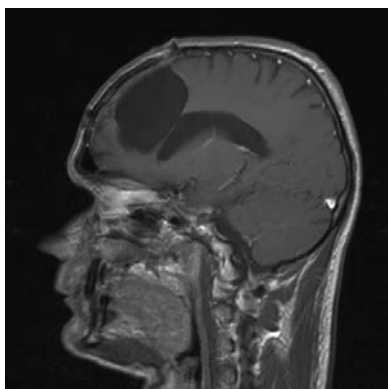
Рецидив мультиформной (множественной) глиомы на МРТ до удаления хирургическим путём.
